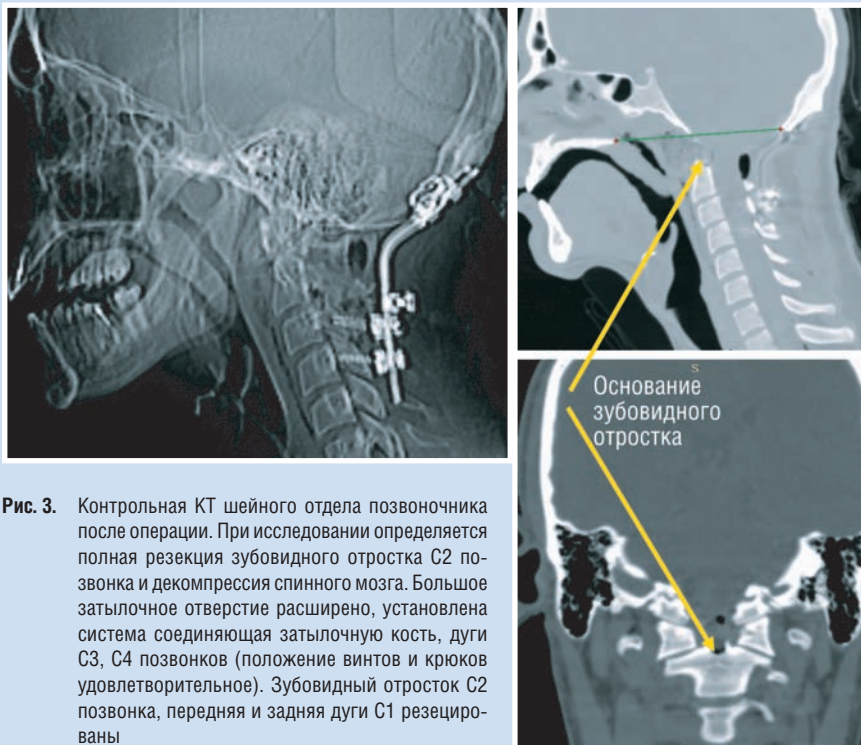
Контрольная КТ шейного отдела позвоночника после операции. При исследовании определяется полная резекция зубовидного отростка C2 позвонка и декомпрессия спинного мозга. Большое затылочное отверстие расширено, установлена система соединяющая затылочную кость, дуги C3, C4 позвонков (положение винтов и крюков удовлетворительное). Зубовидный отросток C2 позвонка, передняя и задняя дуги C1 резецированы
